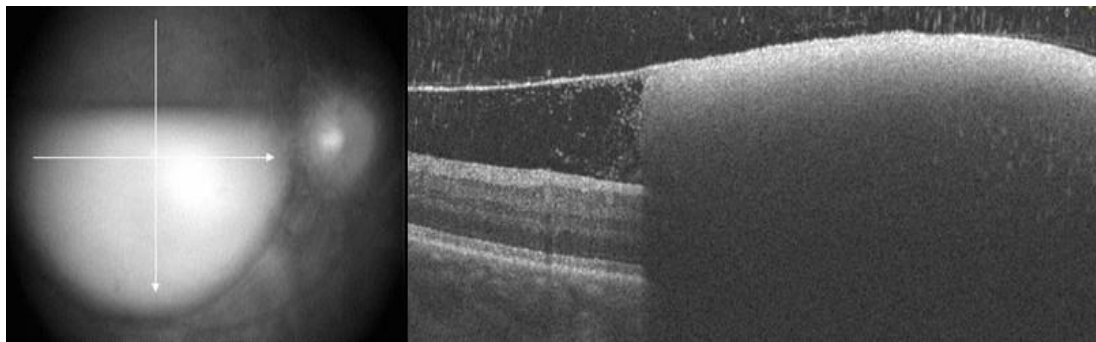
Оптическая когерентная томография макулярной области OD (ЗГМ отслоена, нижележащие структуры экранированы преретинальным кровоизлиянием)
